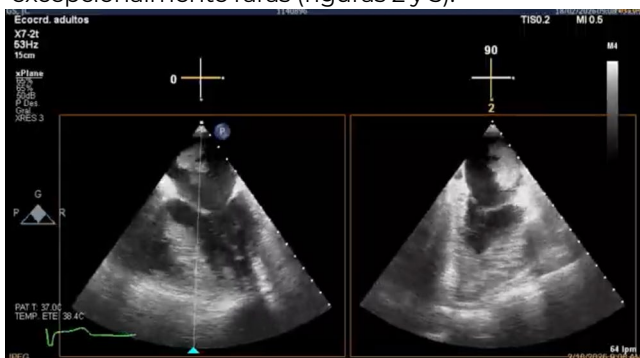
Imagen de ultrasonido cardíaco (ecocardiograma transesofágico) que muestra, desde el esófago, las cuatro cavidades del corazón. Se observa un tumor en la cavidad izquierda superior del corazón (atrio izquierdo) con bordes irregulares y morfología polipoide e irregular, unido a la pared lateral de dicha cavidad, que se desplazaba hacia el interior durante cada latido. Fuente: Archivo Dra. Faviola Muñiz Castillo.
